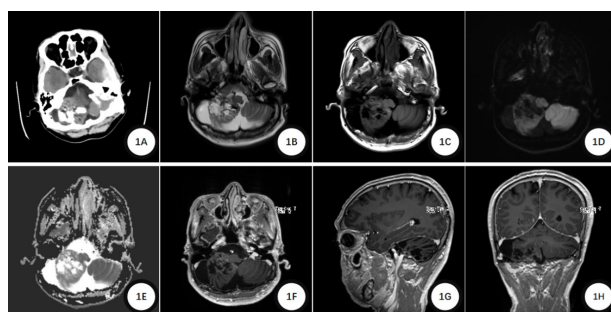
男,小脑成人型少突胶质细胞瘤。1A:CT平扫示右侧小脑半球见团块状混杂密度占位,内可见多发条片状钙化密度影。1B:轴位T2WI平扫示实性部分稍高信号、囊性部分高信号,周围见水肿,邻近第四脑室受压变形。1C:轴位T1WI平扫示实性部分稍低信号、囊性部分低信号。1D:轴位DWI示病变呈稍高信号。1E:轴位ADC图示病变稍高信号。1F~H:增强扫描示实性部分明显强化、囊性部分无强化。
